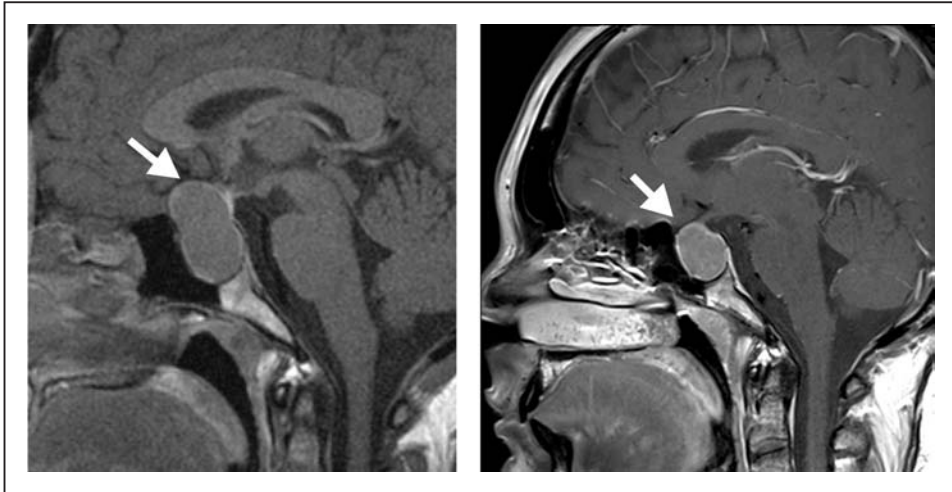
Aspect en IRM en pondération T1 coupe sagittale après injection de gadolinium d'un macro-adenome hypophysaire à GH avant (à gauche) et après (à droite) deux mois de traitement par lanréotide.
